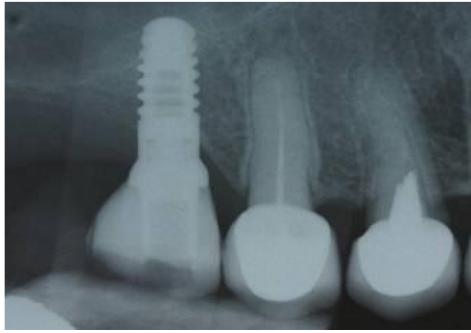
Radiografie periapicală la doi ani după retratament. Un implant nou a fost înșurubat în poziție corectă, cu ghid chirurgical, iar continuarea axei sale atinge mijlocul feței ocluzale a coroanei. Tipul de implant folosit la retratament a fost cu suprafață bioactivă și poroasă.
